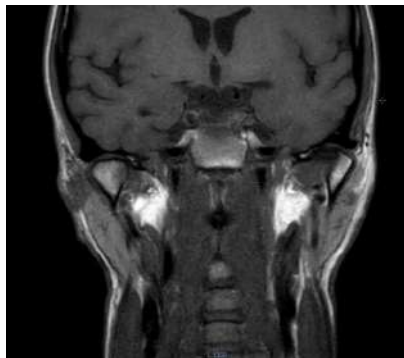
МРТ скронево-нижньощелепних суглобів.
